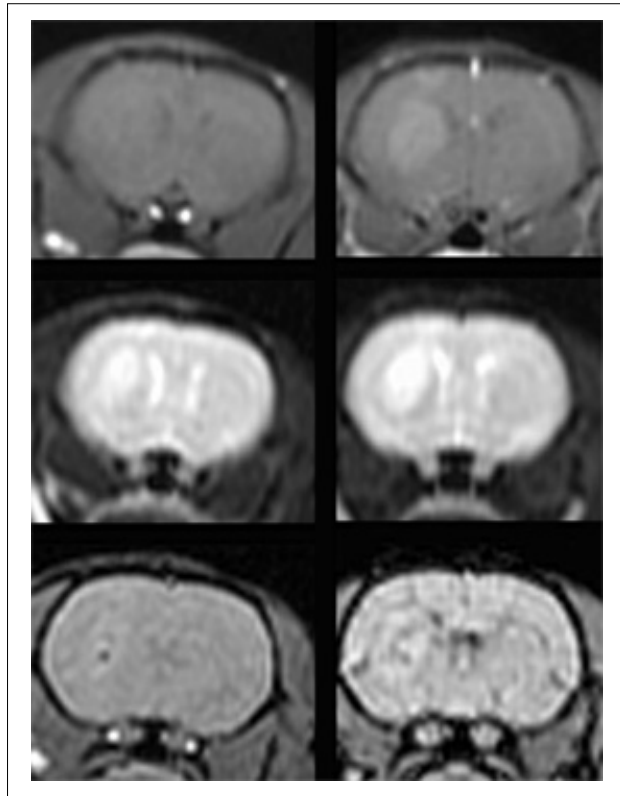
MRT des C6-Glioms bei niedrigerer MION-Konzentration
